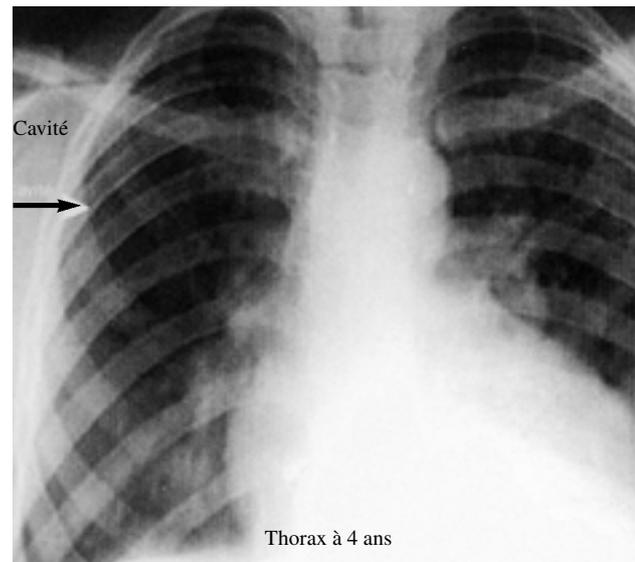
Radiographie pulmonaire du même malade, 4 ans après le traitement.
